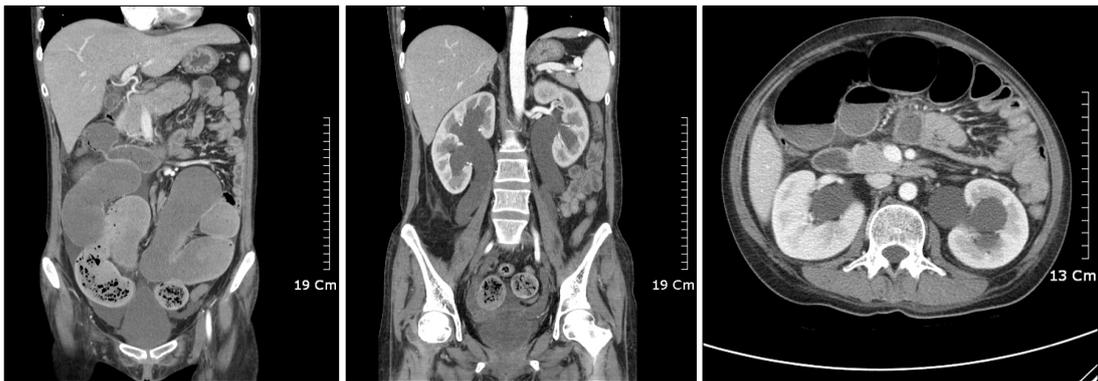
CT scan of the abdomen shows severe dilatation of large bowel and bilateral marked ureterohydronephrosis.
